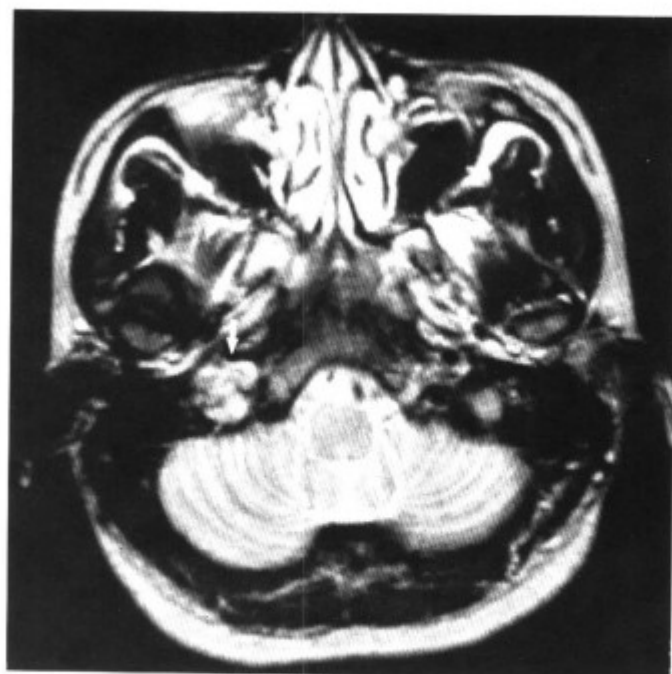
MRI-T₂WI 扫描颈静脉窝区软组织肿块占据（箭头）（同上病例）
